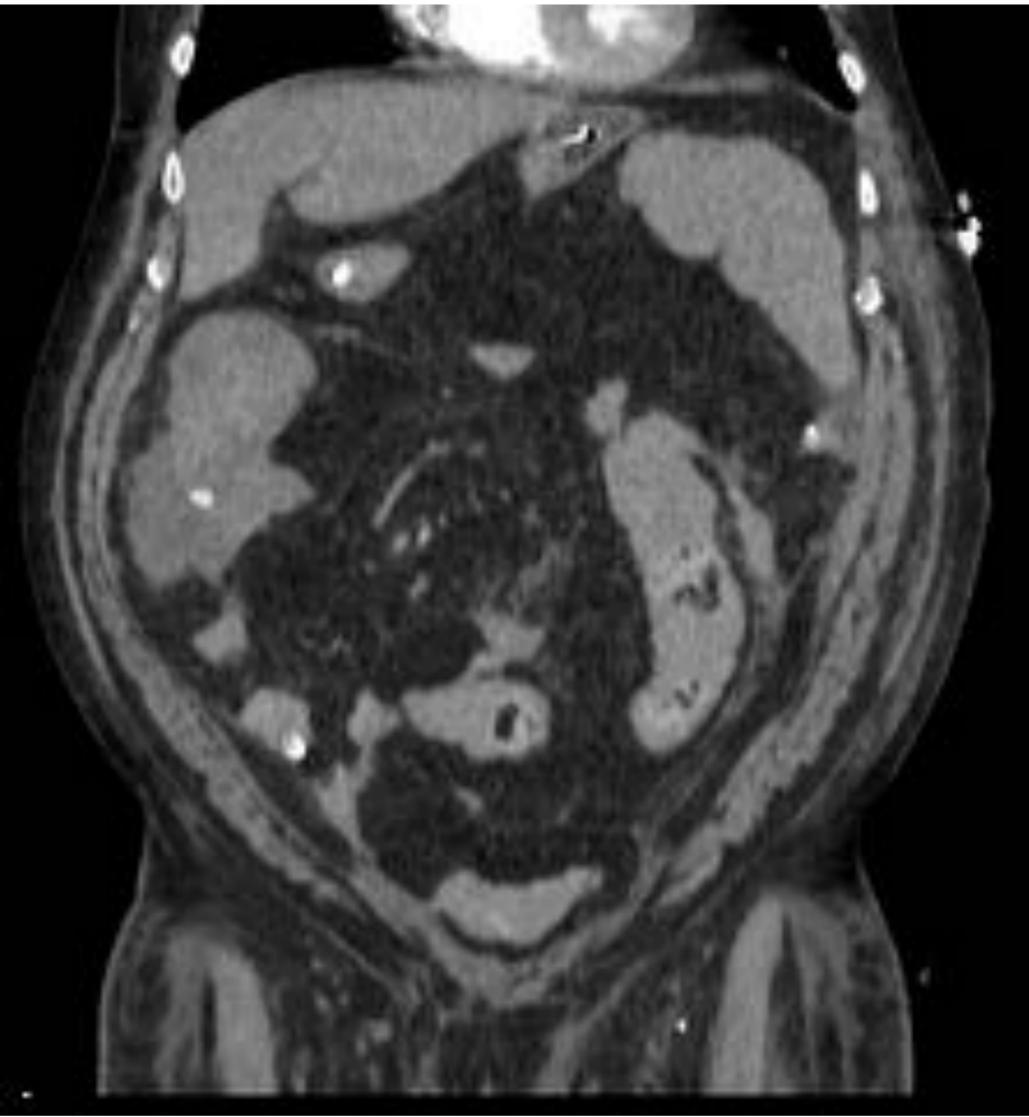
Cortes coronales, TC abdominopélvico en fase arterial y portal. Paciente sometido a colonoscopia óptica con rectorragia en el que se evidencia extravasación de contraste en el marco cólico derecho en la fase arterial, que cambia de morfología en la fase portal en relación con sangrado activo. Presenta asas hiperdensas con coágulos en su interior.
